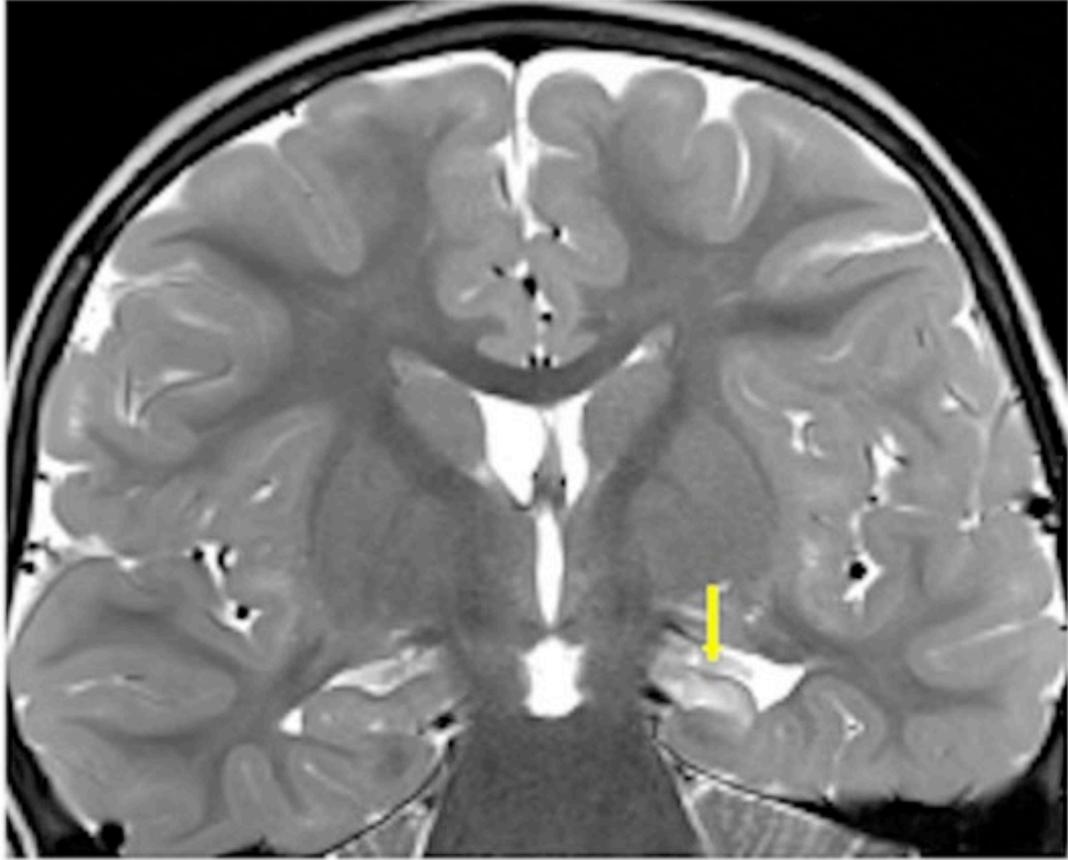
T2-weighted imaging in a coronal plane at right angles to the long axis of the hippocampus showing increased signal and loss of volume in the left hippocampus (arrow)
